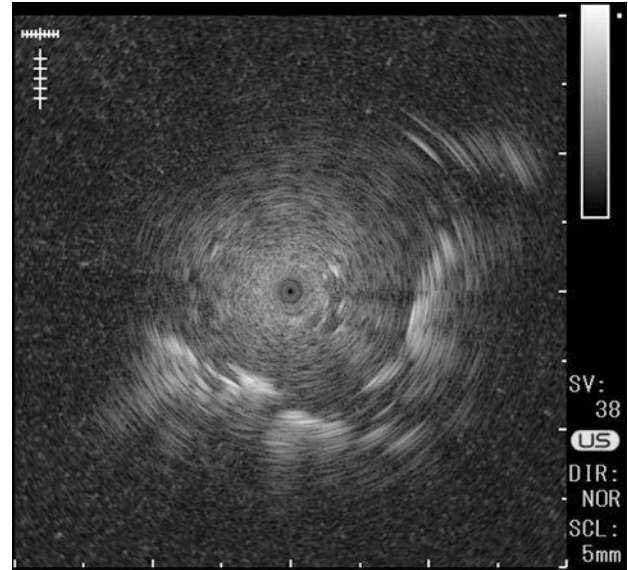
Endobronchial ultrasonography image of the peripheral pulmonary lesion, right B³a. The probe was located in the bronchus in the middle of the lesion.
